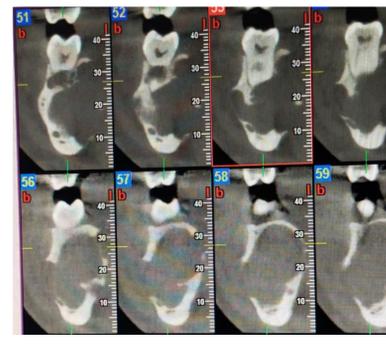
Cone beam montrant la soufflure de toute la corticale linguale du secteur mandibulaire droit, et l'amincissement majeur de la corticale vestibulaire avec rupture de sa continuité en regard de la 46,45,44,43
